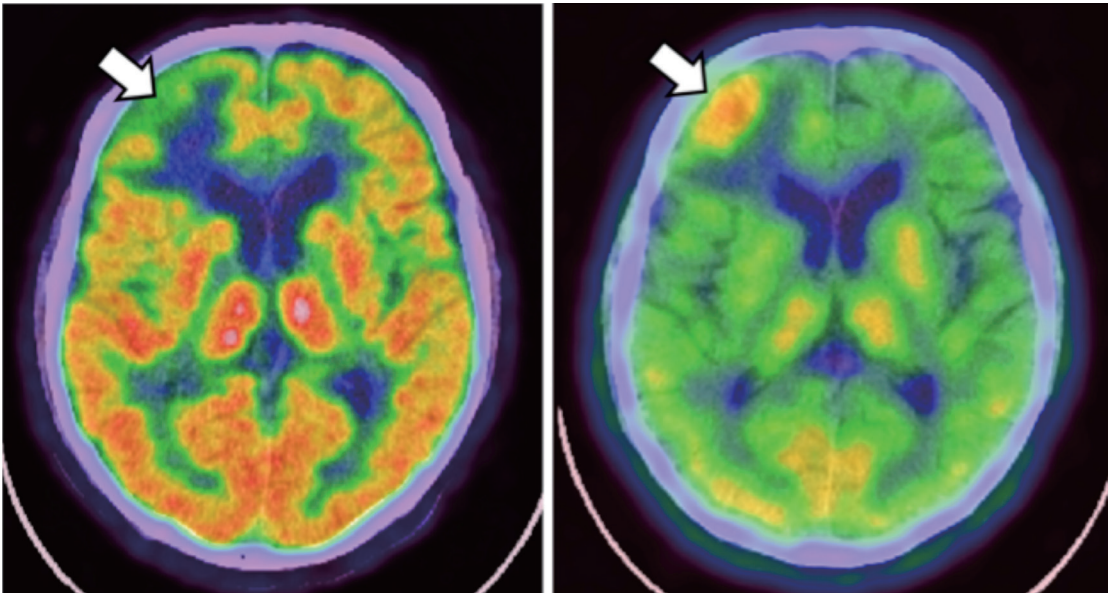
(a) FDG-PET/CT、(b) MET-PET/CT
